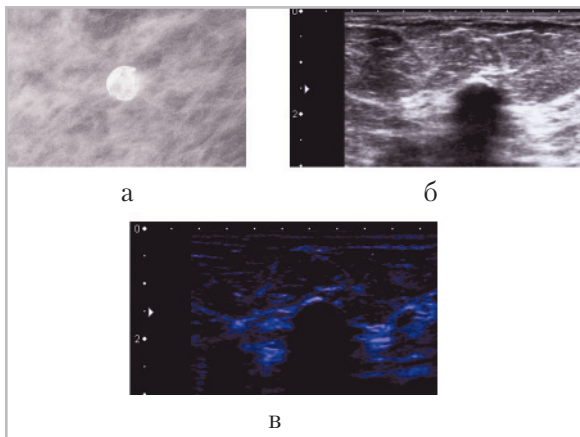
Отображение крупных включений в ткань молочной железы: *а* — обызвествленная киста молочной железы при рентгеновской маммографии; *б* — ультразвуковое изображение данного образования в В-режиме; *в* — отображение фокусного «белого вкрапления» на передней поверхности образования в режиме MicroPure
